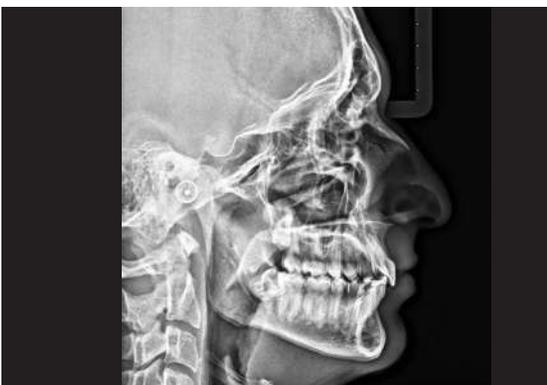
Teleradiografia del cranio in proiezione laterale a fine trattamento
